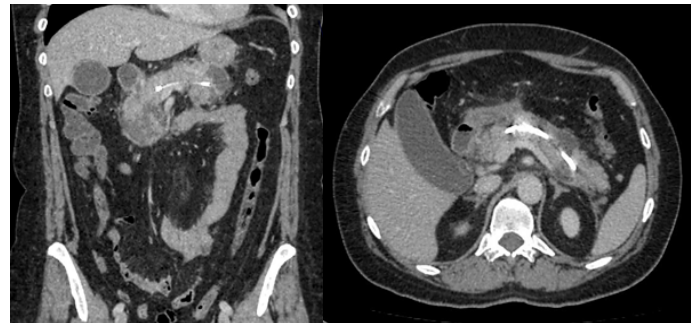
КТ-картина после применения эндоскопического стентирования главного панкреатического протока
